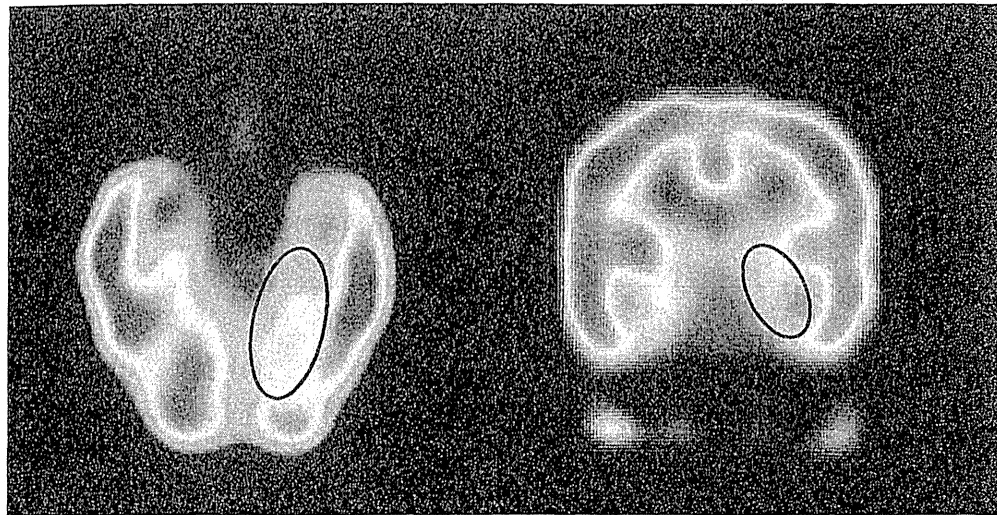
脳血流シンチ (IMP-SPECT : I-123) (第5病日)
